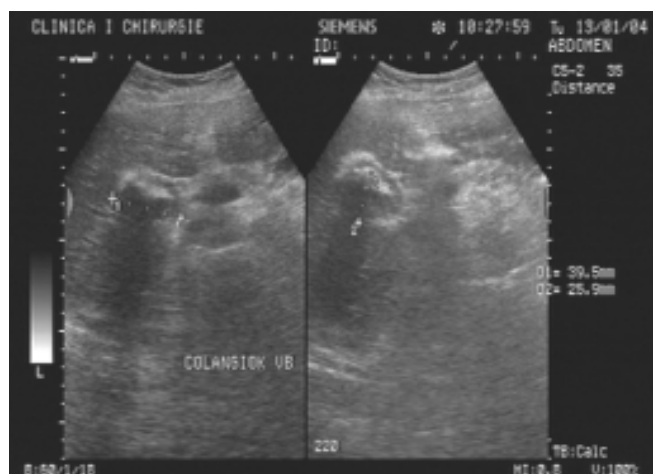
Ecografie hepatobiliară: Colecist ocupat de o formațiune hipocogenă neomogenă de 40 mm și calculul mobil de 30 mm
